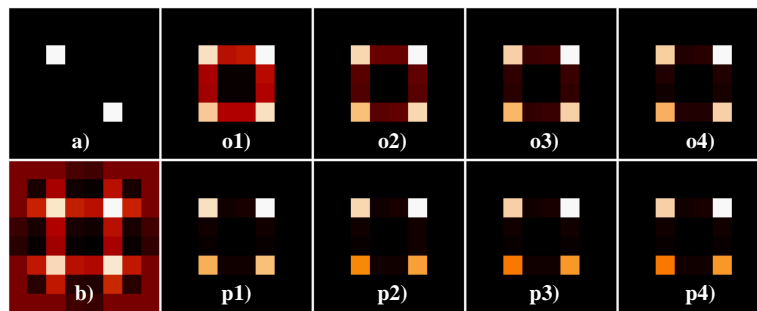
Rekonstruierte Bilder aus künstlichen, poissonverteilten, Projektionsdaten: Beispiel anhand von zwei tomographischen Projektionen
